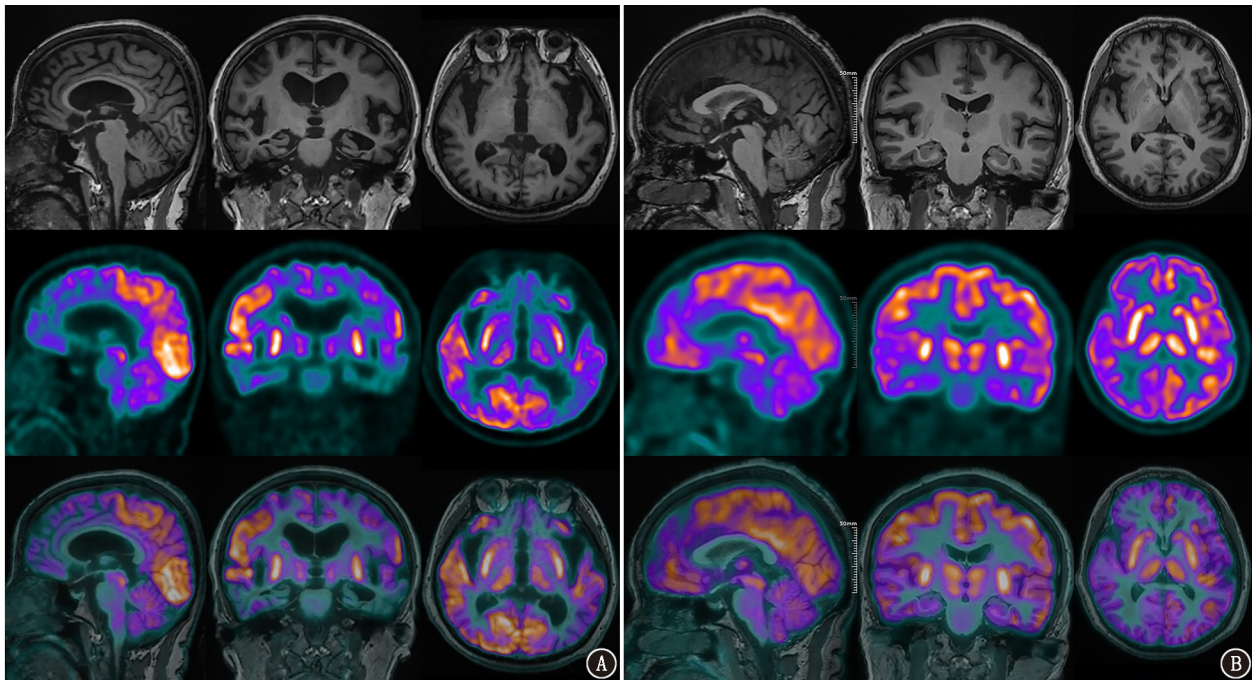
初诊记忆障碍患者的<sup>18</sup>F-FDG PET/MR 显像图(从上往下依次为 MRI、PET 和融合图;从左往右依次为矢状位、冠状位、横断位图)。A.符合淀粉样蛋白、tau、神经变性(ATN)框架的阿尔茨海默病(AD)患者,女,75岁,后扣带回和颞、顶叶 FDG 代谢减低;B.路易体痴呆(DLB)患者,女,65岁,后扣带回呈现明显高代谢,枕叶低代谢
